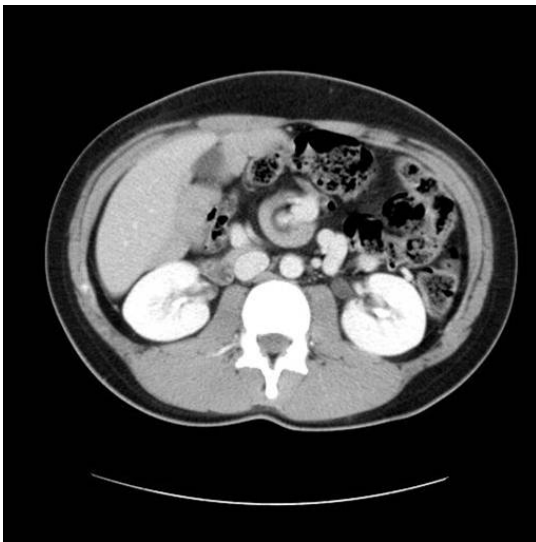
Abdominal CT scan shows the whirl-like pattern of duodenal and jejunal loops encircling the superior mesenteric vessel.
